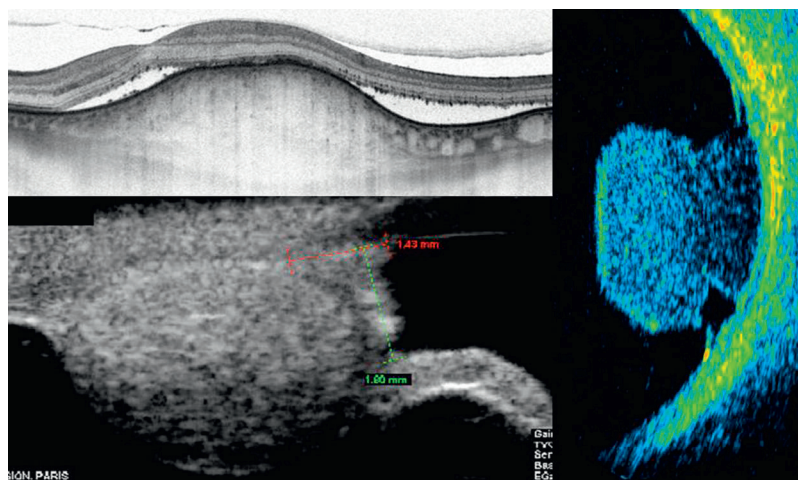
Imagerie en coupe de différentes lésions tumorales en OCT de dernière génération, en échographie de 20 MHz pour le segment postérieur et en UBM pour le corps ciliaire.
